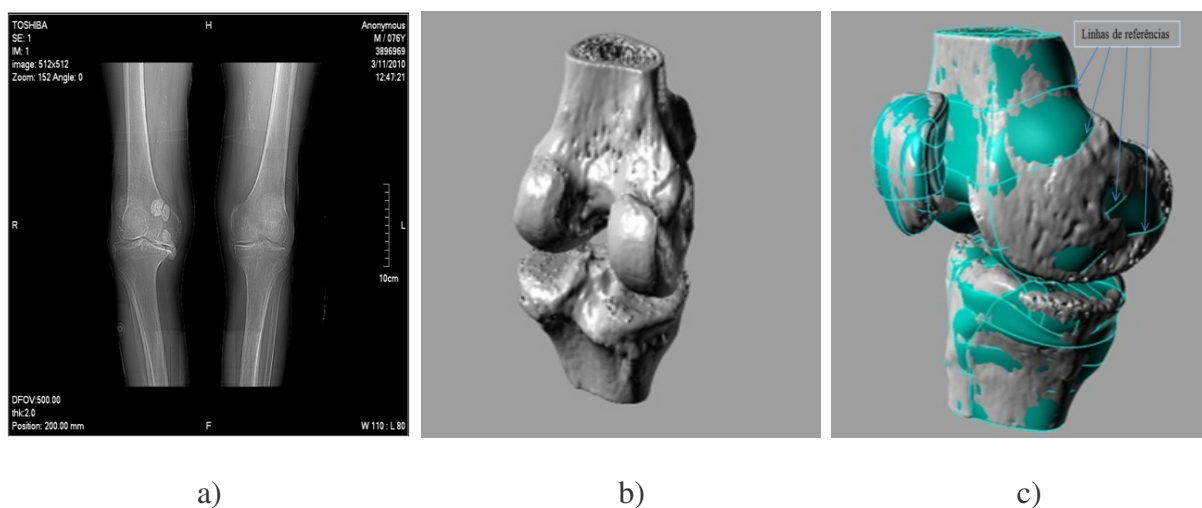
(a) Imagem de tomografia do joelho; (b) Imagem do joelho em 3D; (c) Imagem do joelho melhorada com o *software InVesalius*.
